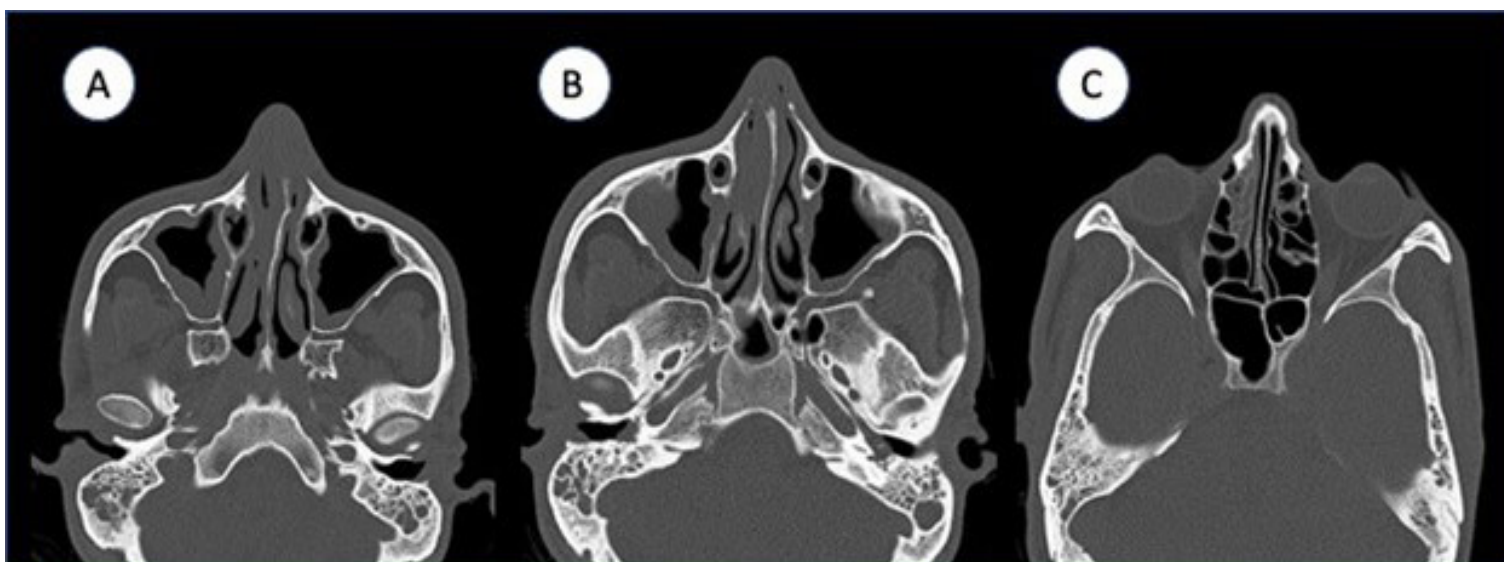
TC de seios da face. A: espessamento da mucosa dos seios maxilares, mais acentuado à direita, e desvio do septo nasal para a esquerda; B: velamento das células da mastóide e conteúdo de partes moles na região de ambos os ouvidos médios; C: velamento parcial das células etmoidais. Texto na página 19.
